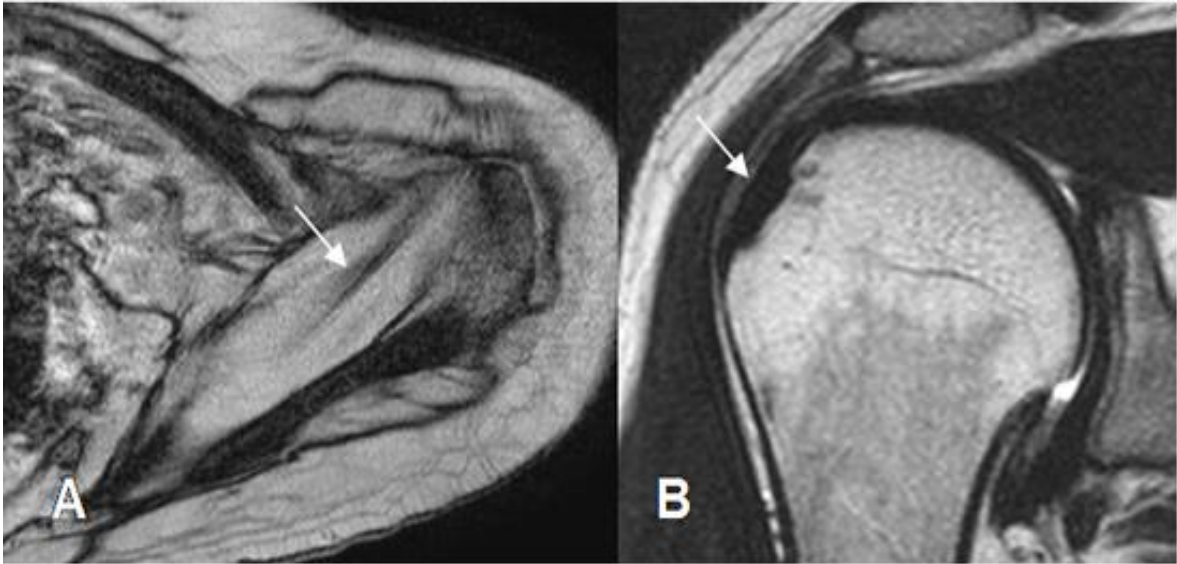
Tendón del supraespinoso normal. A. RM axial en GRE / FAST FIELD ECHO (FFE).
